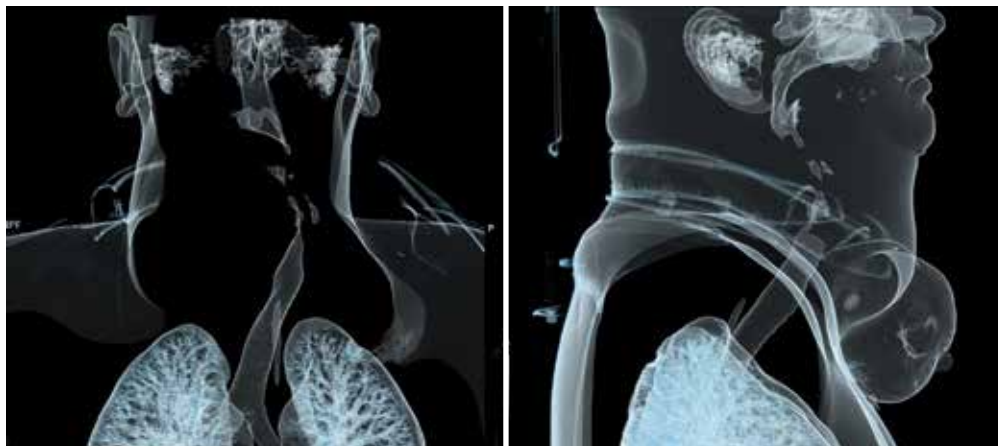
3D-реконструкция компьютерной томограммы верхних дыхательных путей
